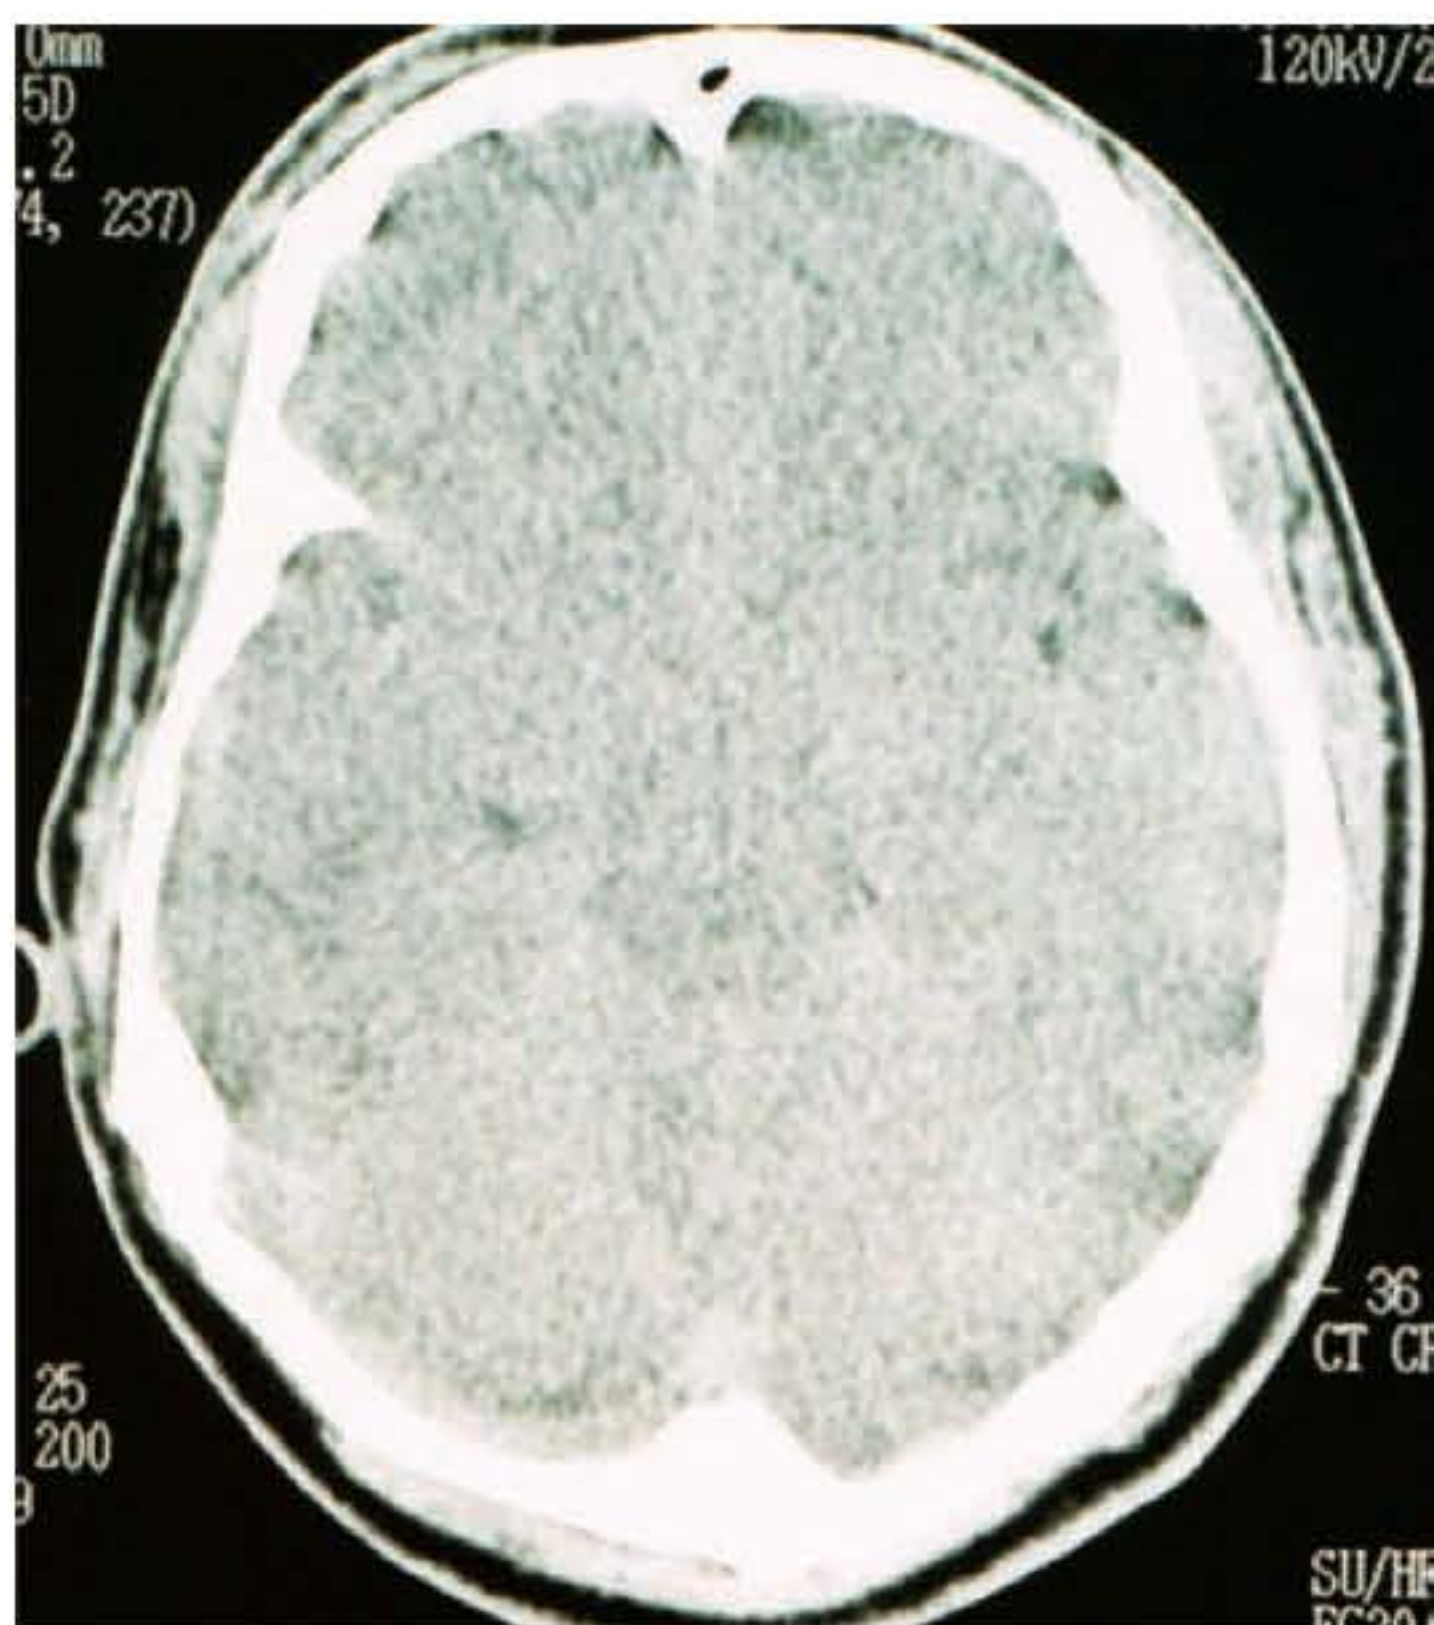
► TC cerebral – brain swelling. Nota-se o desaparecimento das cisternas, sulcos e ventrículos cerebrais.
